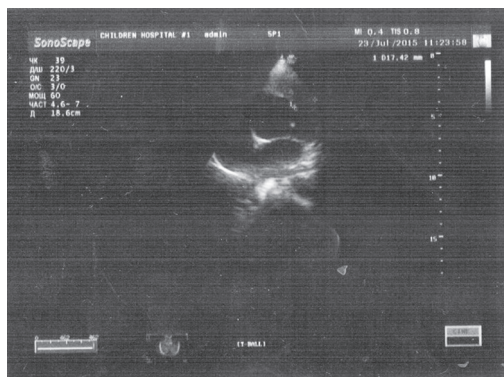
Эхокардиография. Парастеральная позиция по короткой оси, левое и правое предсердия, межпредсердная перегородка, аорта, лёгочная артерия
